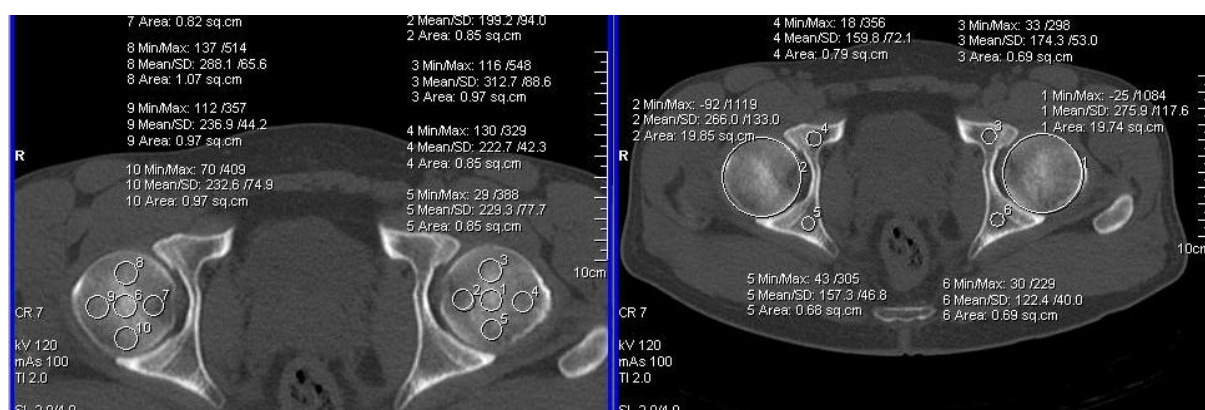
Компьютерная томография, аксиальные срезы. Измерение плотности губчатой кости костей таза, площади сечения, плотности головки и ее зон
